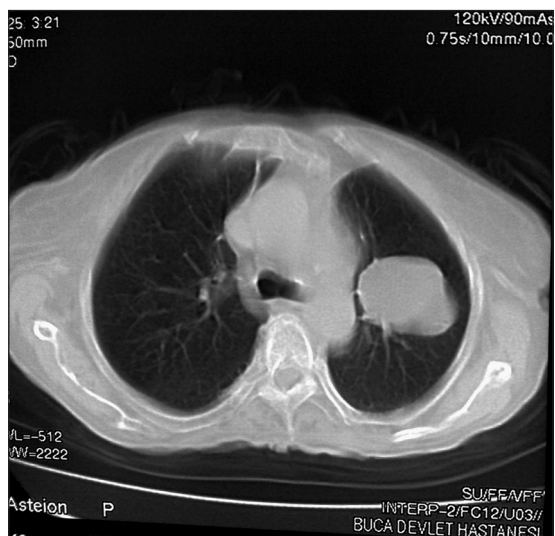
Quiste hidatídico pulmonar a la TAC.
